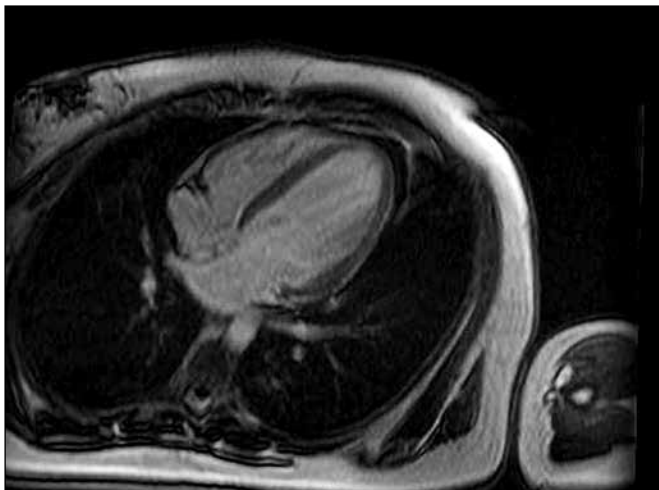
МРТ сердца пациентки А. с контрастированием гадолинием
